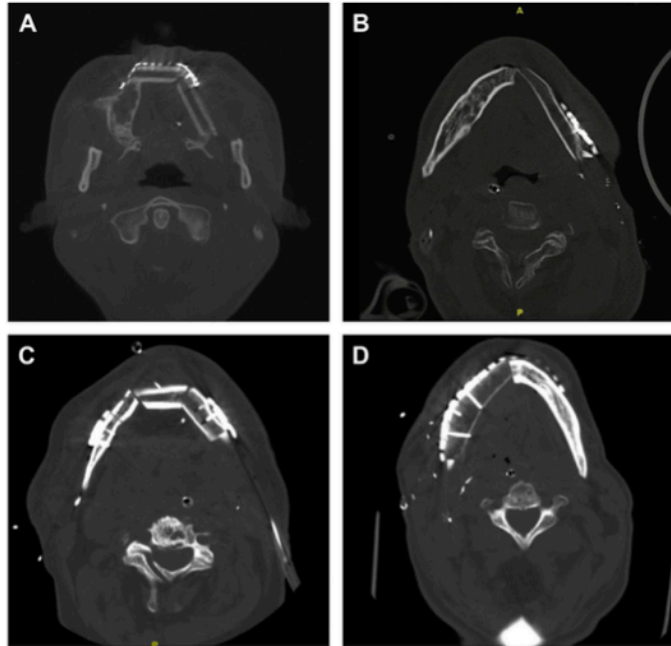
Reconstrucción maxilofacial con distintos tipos de colgajos vascularizados y visualizadas con cortes axiales de tomografía axial computada común. Se puede apreciar la densidad y dimensiones de las corticales y medular, además de su aparente adaptabilidad marginal al hueso receptor. (A) Fíbula multifragmento, (B) escápula monofragmento, (C) escápula multifragmento y (D) cresta iliaca monofragmento. (Patel et al. 2019)
